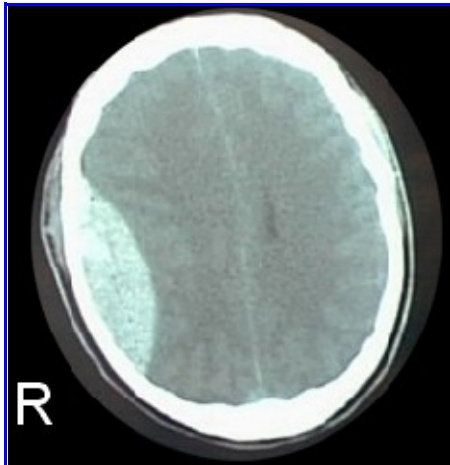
TAC de cráneo. Hematoma extradural o epidural.
